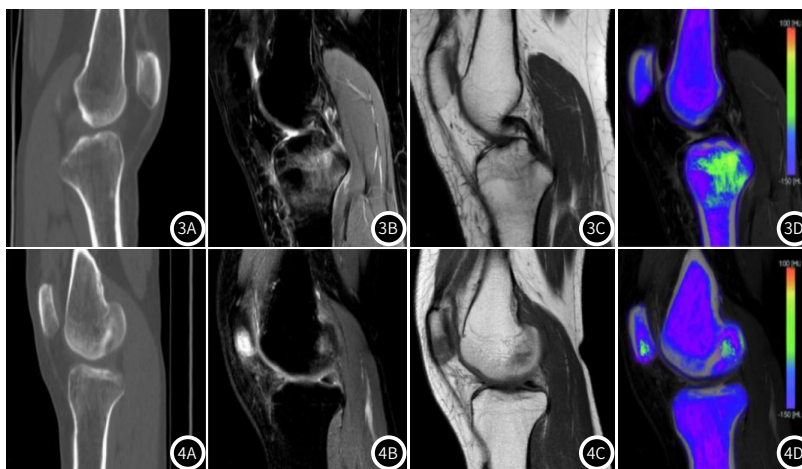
患者,女,49岁,因右膝关节外伤就诊。影像检查结果:右膝关节矢状位常规CT骨窗图显示右膝骨质完整,未见明确骨折改变(图3A);MR脂肪抑制图像显示胫骨平台后缘骨髓水肿(图3B);MR T₂WI显示胫骨平台不规则低信号影(图3C);VNCa图像显示胫骨平台后缘高信号表现(图3D)。
